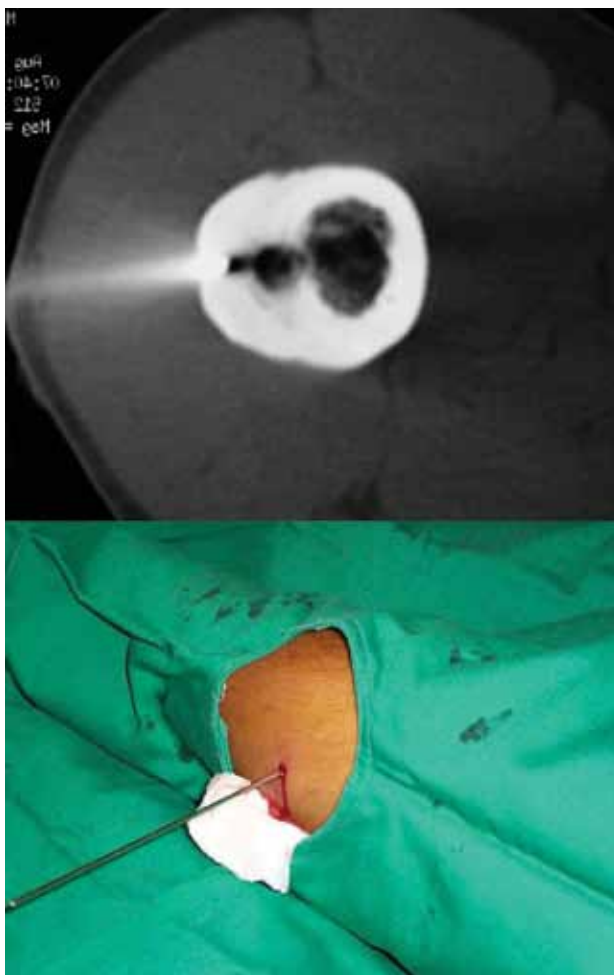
TC mostrando posicionamento exato do fio de Kirschner no nicho do Osteoma osteoide.
